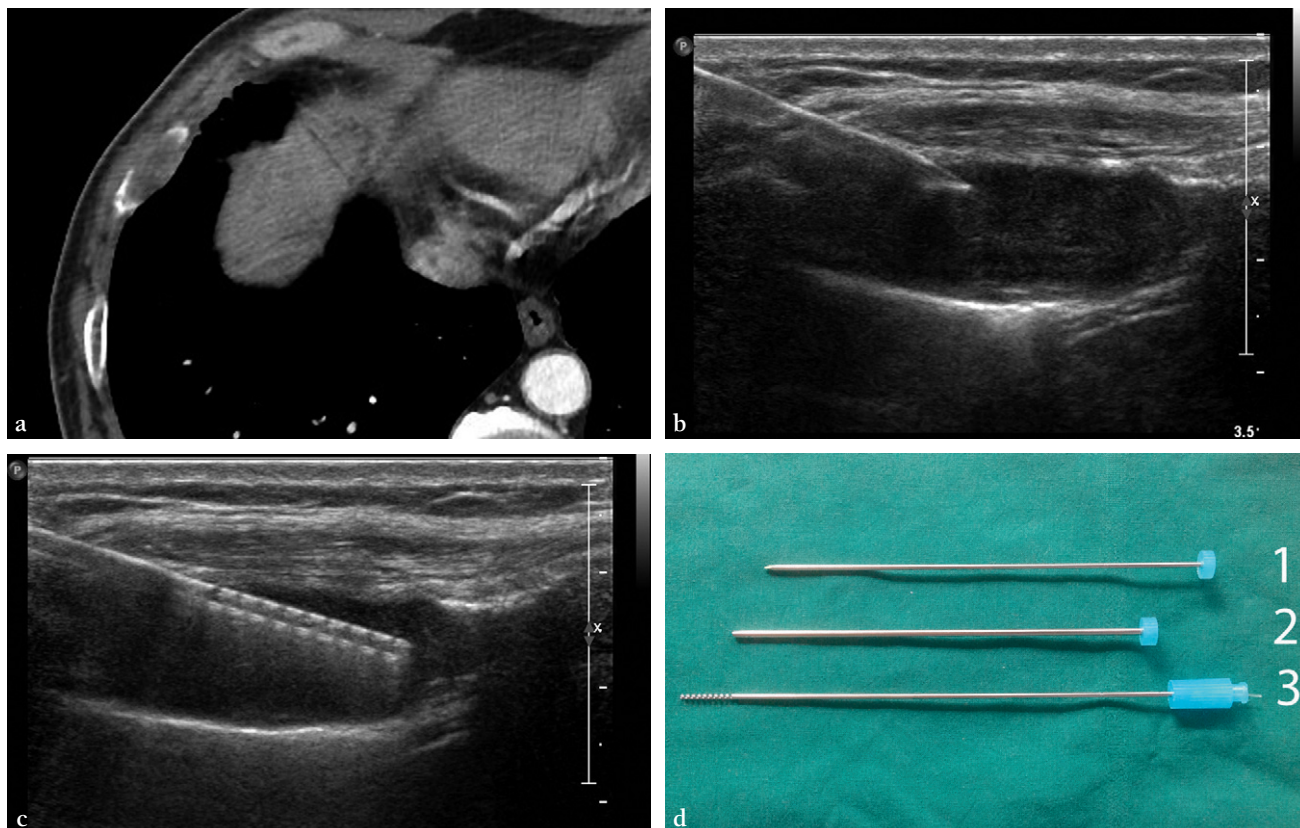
Biopsie d'une lésion costale droite sous guidage échographique par une aiguille 14G (Spirotome®, Medinvents, Belgique) chez un patient ayant des antécédents d'adénocarcinomes pulmonaire et prostatique.
